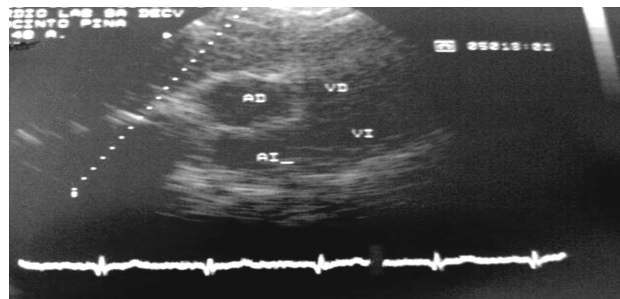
Ecocardiograma de control. Postoperado de lesión de ventrículo izquierdo.
